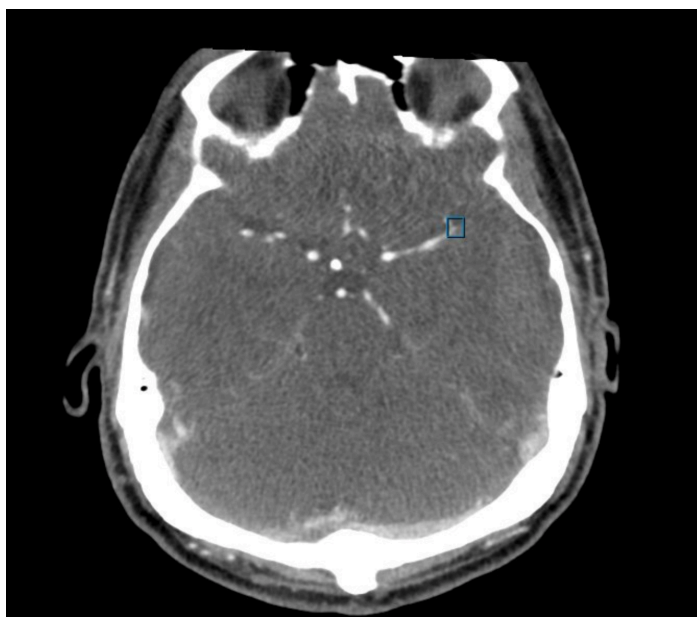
Exemple de sortie StrokeViewer LVO. L'emplacement de l'OGV détectée est mis en évidence par un cadre bleu sur l'analyse CTA.
